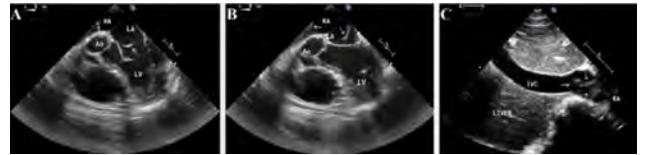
A and B: Thrombus that extending from right atrium to the left atrium through the PFO by transoesophageal echocardiography. C: Thrombus that located in the right atrium by transthoracic echocardiography.
